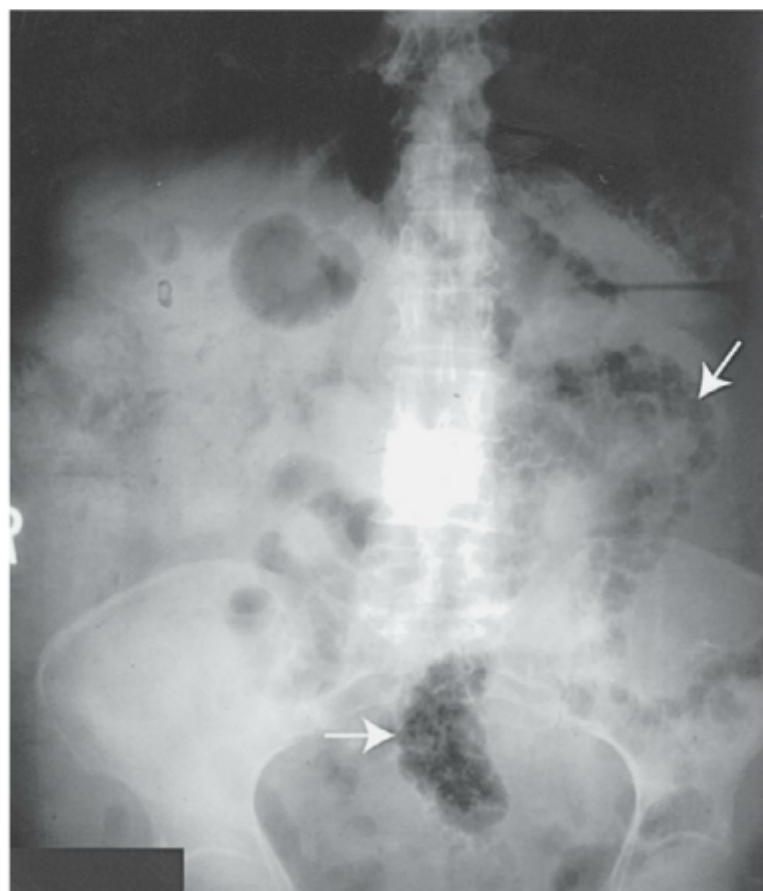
Radiografia abdominal simples demonstrando pneumomatoses intestinais (*setas*). (Cortesia de Melvyn H. Schreiber, MD, The University of Texas Medical Branch.)
